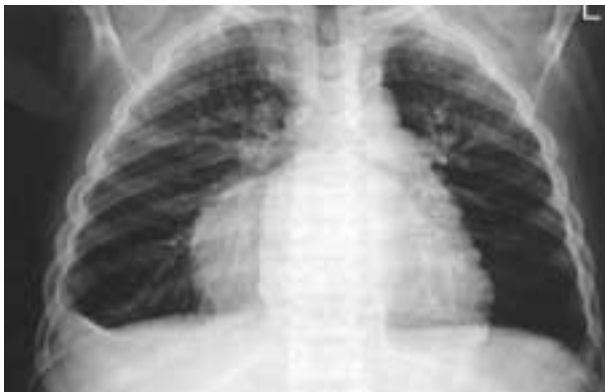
TAC tórax: Masa paracardíaca derecha. Ausencia borramiento silueta cardíaca.
